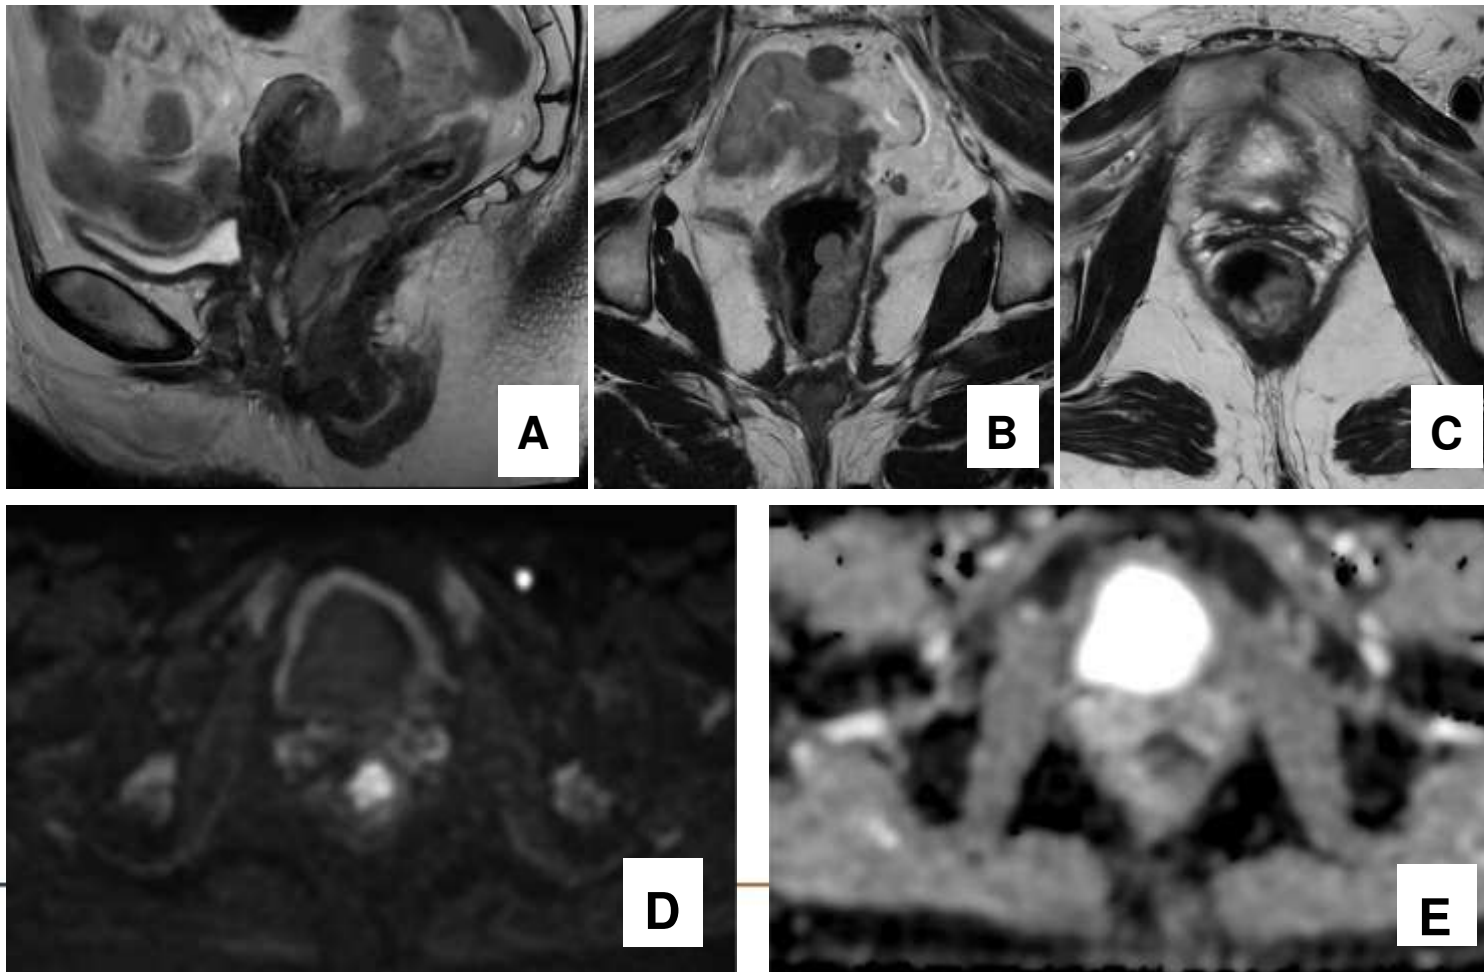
RM de recto: corte sagital (A), coronal (B) y axial (C) potenciados en T2 y cortes axiales DWI/ADC (D y E) en paciente con sospecha de neoplasia rectal. Se observa una masa sésil bien delimitada y relativamente homogénea en la pared posterolateral izquierda del recto de 6 cm; cranealmente llega hasta la reflexión peritoneal, sin sobrepasarla y caudalmente llega hasta el tercio superior del canal anal a 3 cm del margen anal externo. Restringe la difusión. Tiene escasa reacción desmoplásica y ausencia de infiltración grasa. No hay adenopatías ni infiltración vascular. El resultado de la biopsia fue carcinoma medular colorrectal.
